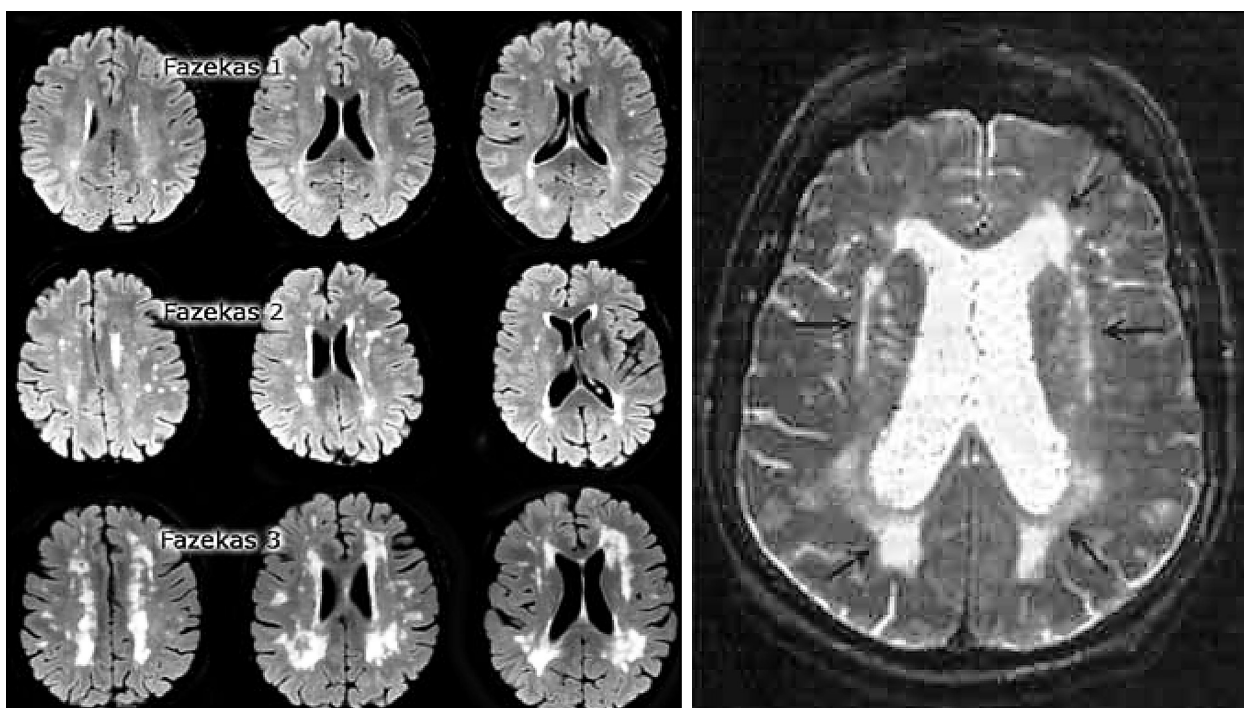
МРТ больного атеросклеротической энцефалопатией
